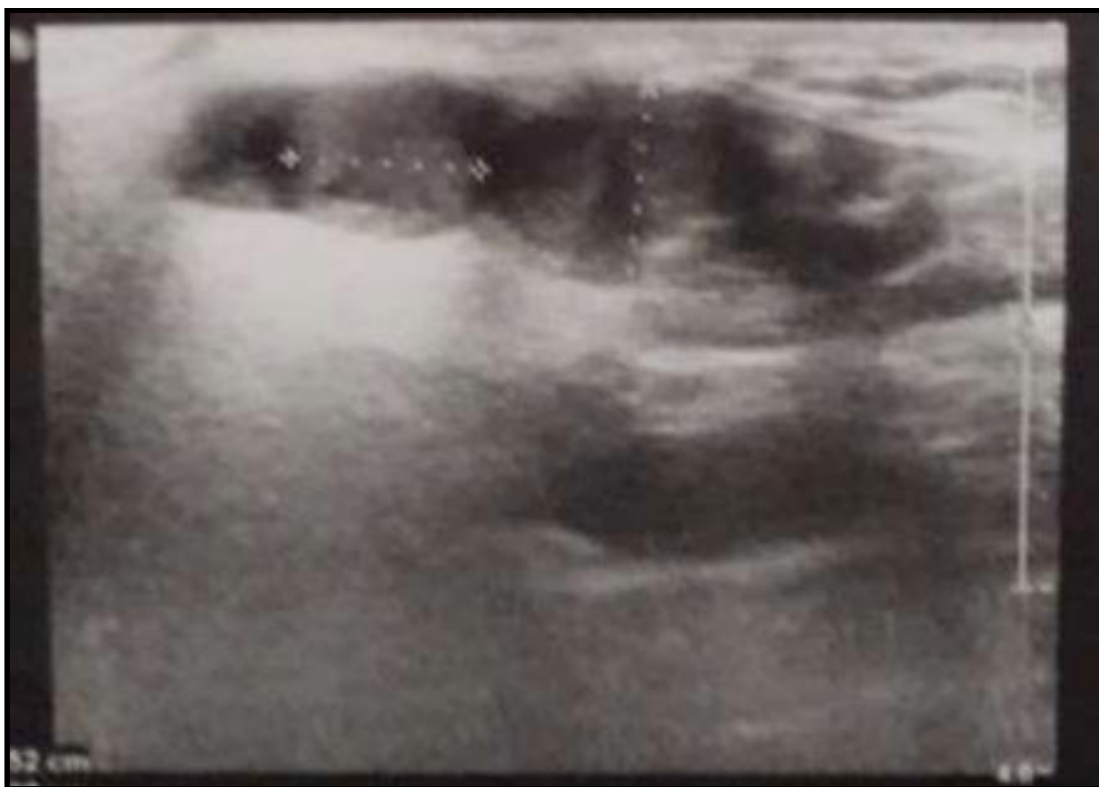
Image échographique d'une tumeur parotidienne maligne:
